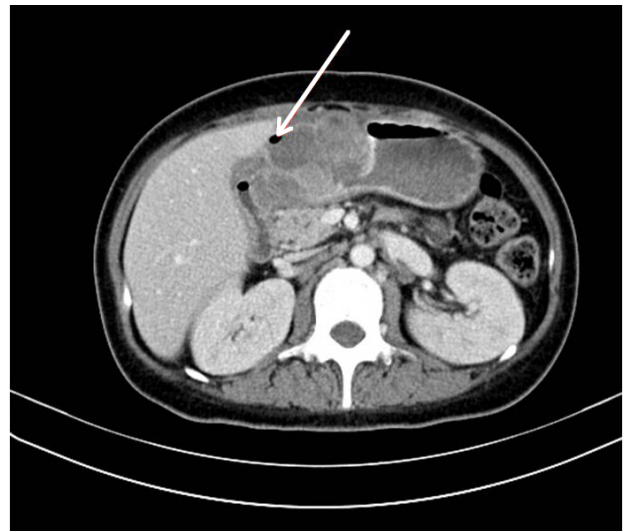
Abdominal and pelvic computed tomography after four cycles of chemotherapy showing air density (arrow) in the stomach tumor with metastasis to the perigastric, left gastric, and celiac lymph nodes, suggesting communication between the tumor and the stomach lumen.
